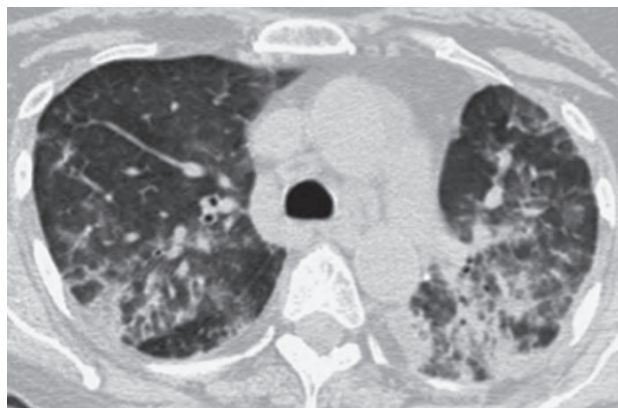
Компьютерная томограмма гемцитабин-индуцированной смешанной альвеолярной и интерстициальной инфильтрации [12]
